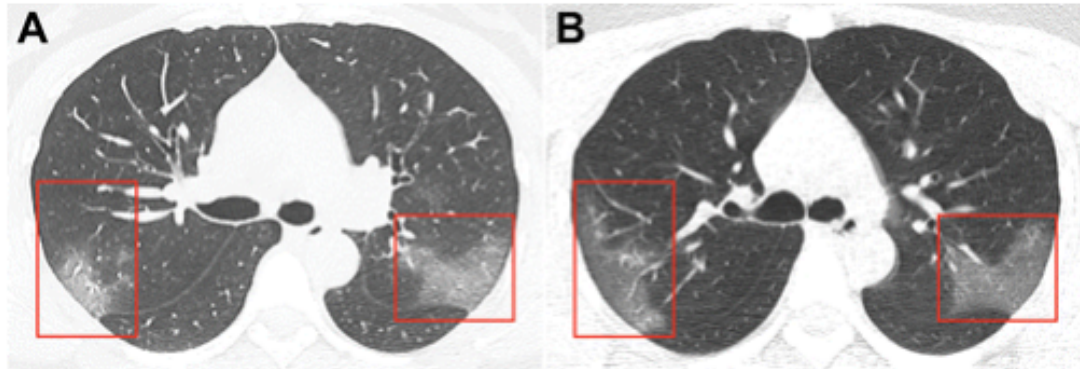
Images CT montrant le développement du coronavirus dans les 3 jours.
